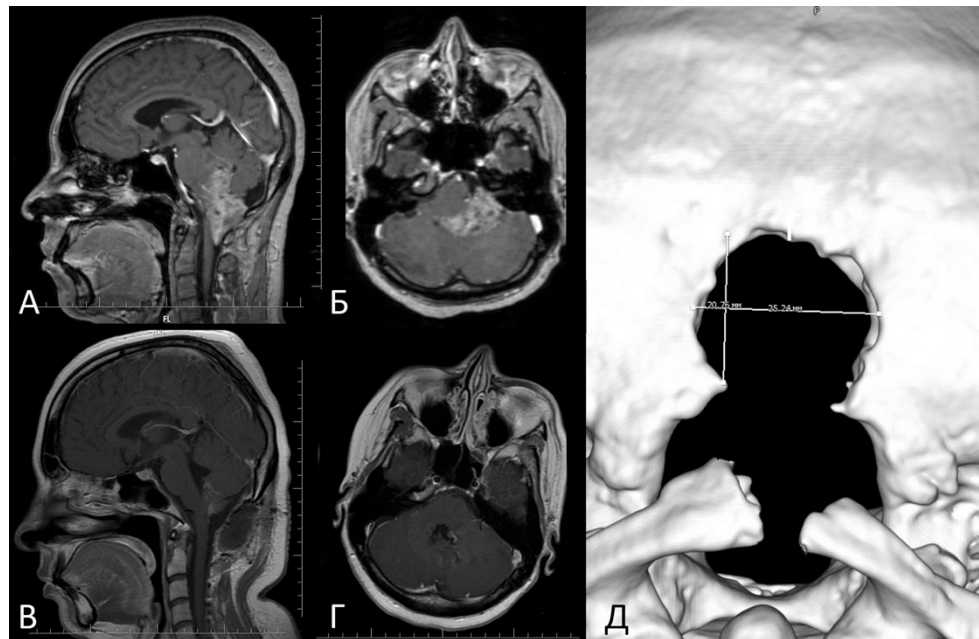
П-тка А-ева, А,Б – предоперационные сагиттальный, аксиальный МРТ снимки с контрастным усилением; В, Г – постоперационные сагиттальный, аксиальный МРТ снимки с контрастным усилением, демонстрирующие тотальное удаление опухоли, Д – КТ-реконструкция срединной субокципитальной минимально инвазивной краниотомии высотой и шириной: 20,76 на 25,24 мм
